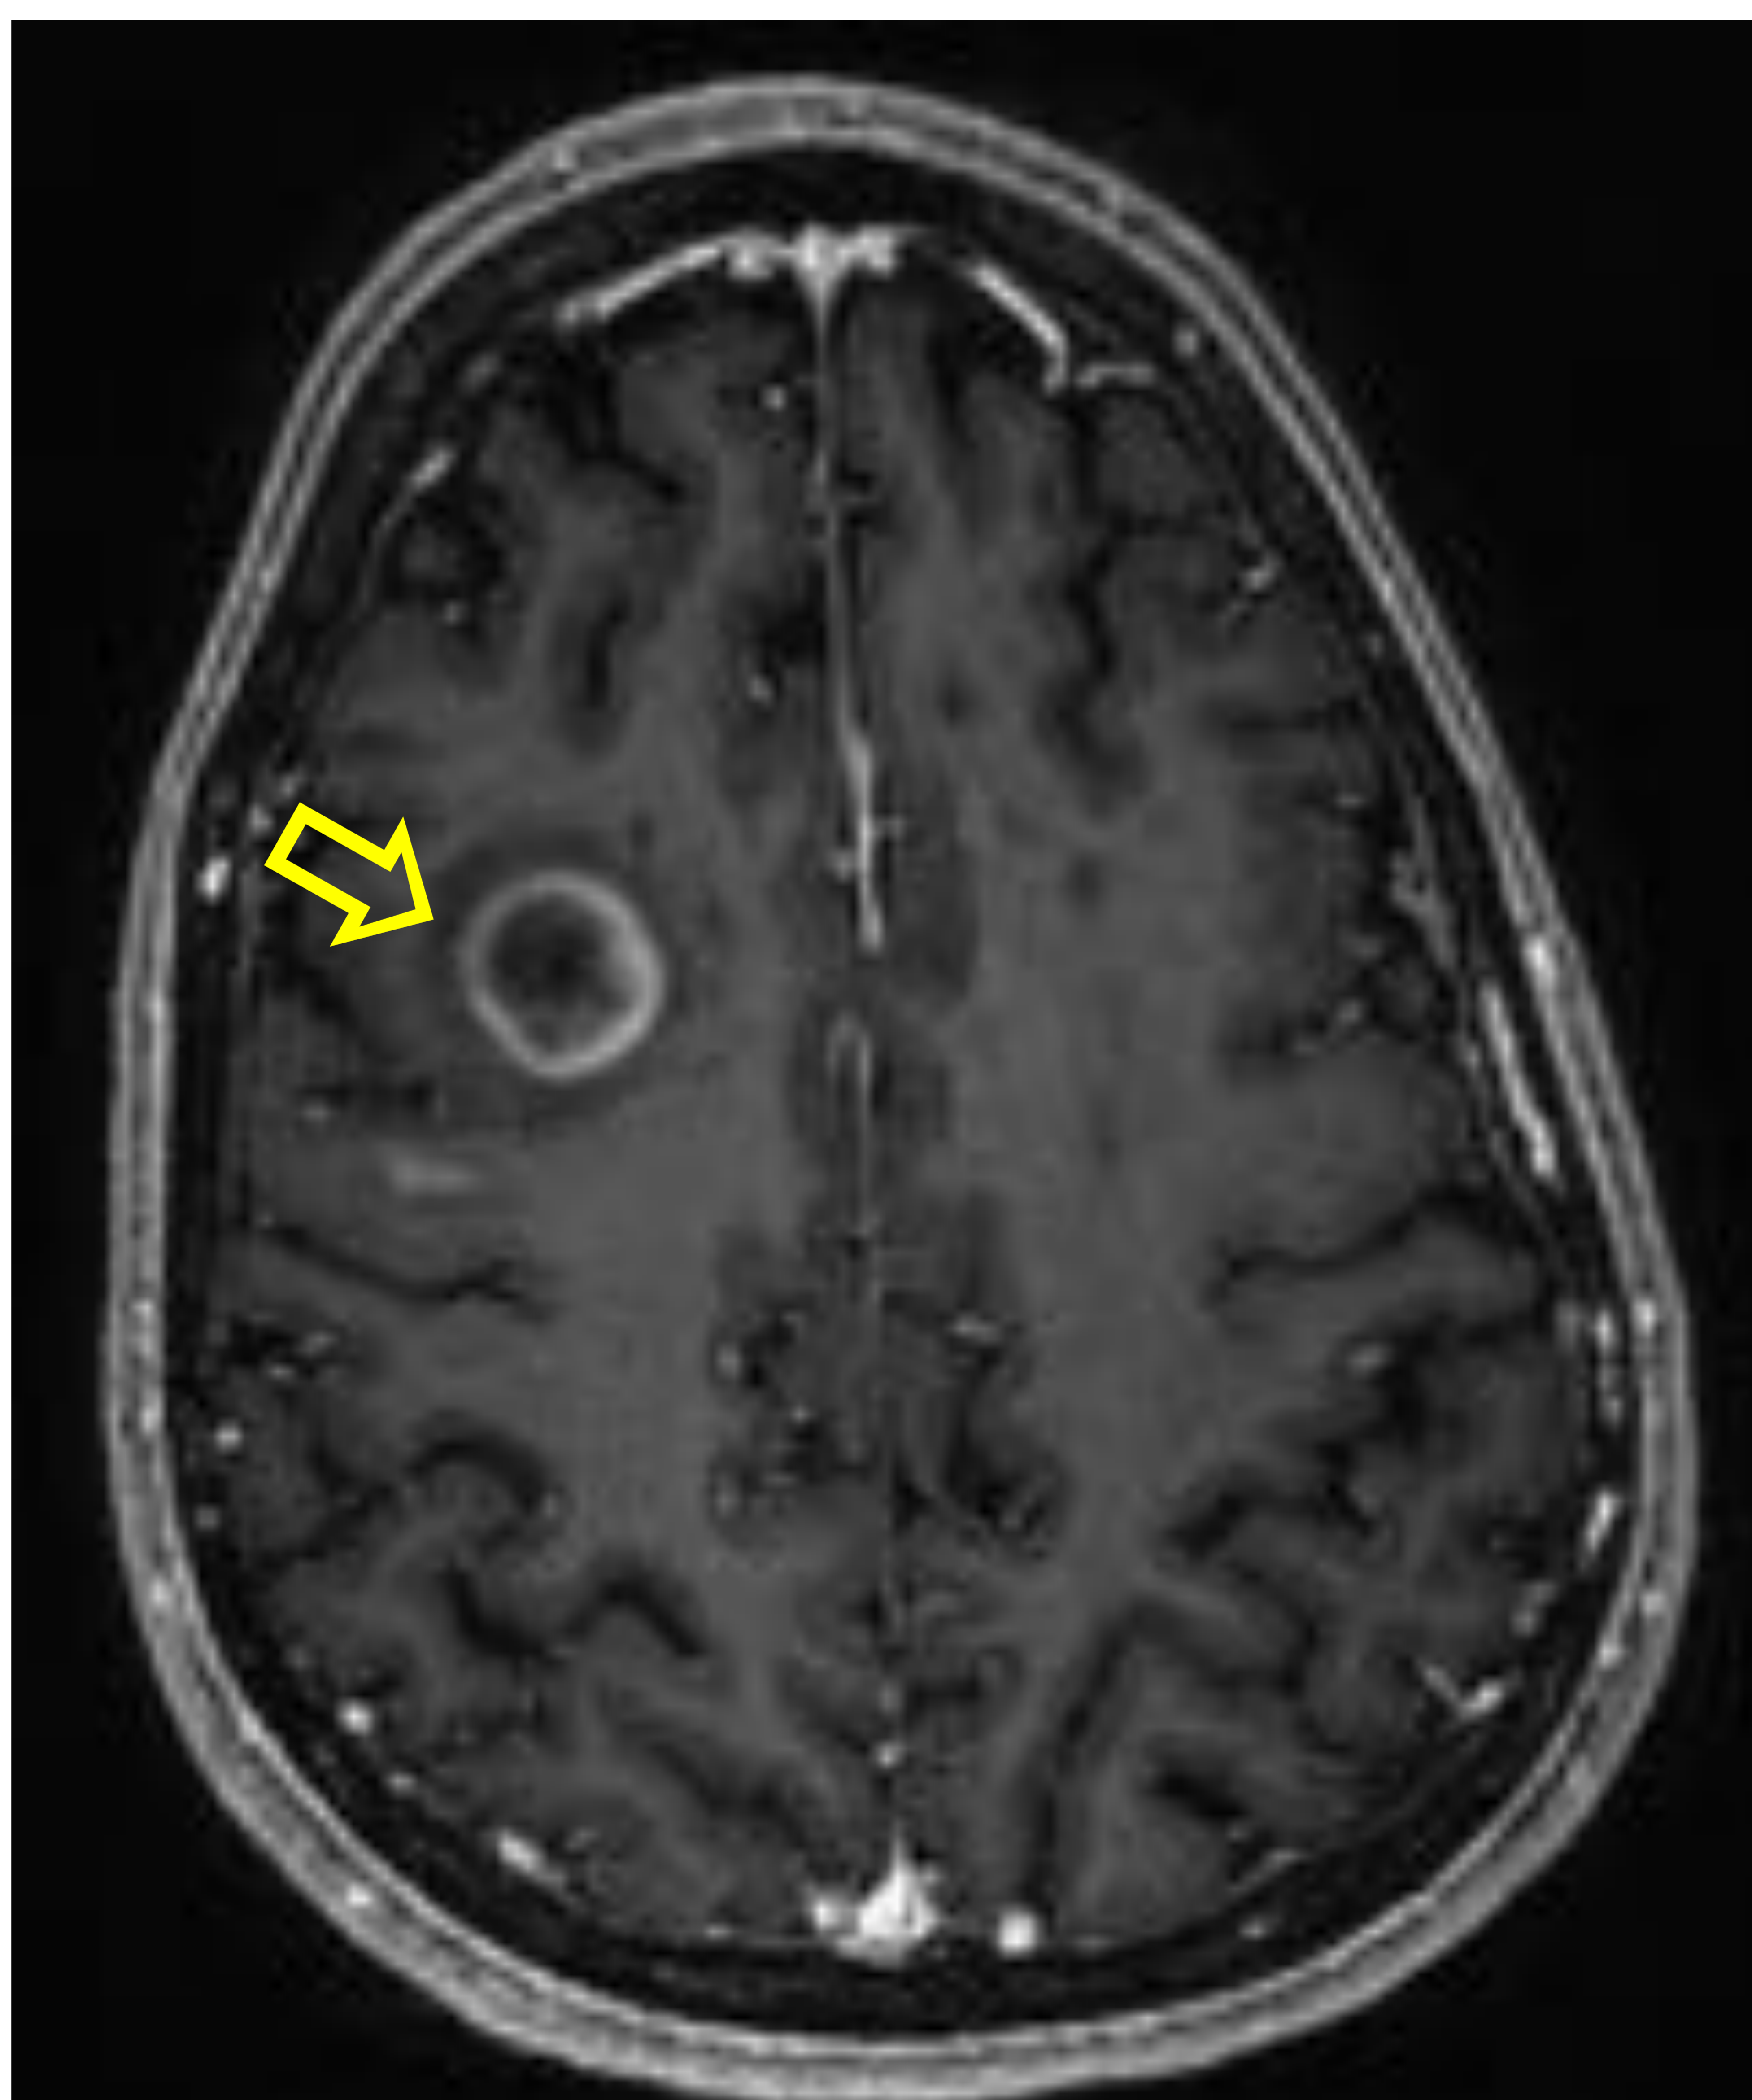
RM de seguimiento en paciente con diagnóstico de EM. Lesión inflamatoria activa frontal derecha, en que en T1WI +C muestra realce periférico en anillo (⇒).
